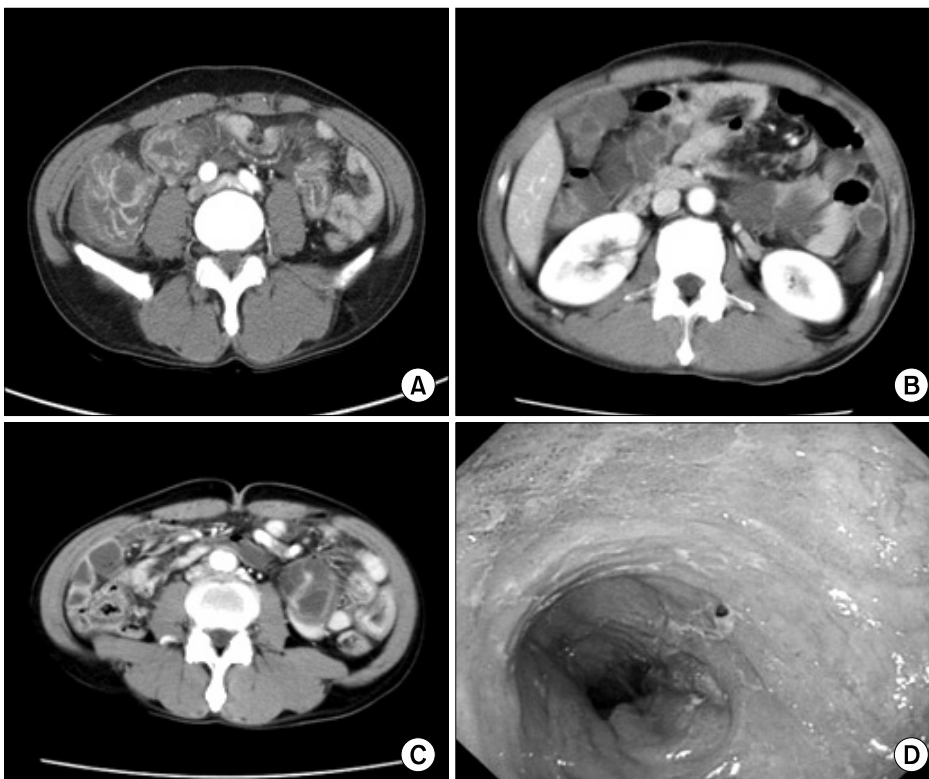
(A) Abdomen CT shows diffuse and multi-loculated wall thickening of the small bowel (especially the terminal ileum and ileum), on the first hospital day. (B) Abdomen CT shows fluid-filled bowel loops without wall thickening of the small bowel, on the third hospital day. (C) Abdomen CT shows diffuse wall thickening of the small bowel with fluid-filled bowel loops, on the seventh hospital day. (D) Colonoscopy shows diffuse hyperemic edematous mucosa and erosions in the terminal ileum.
